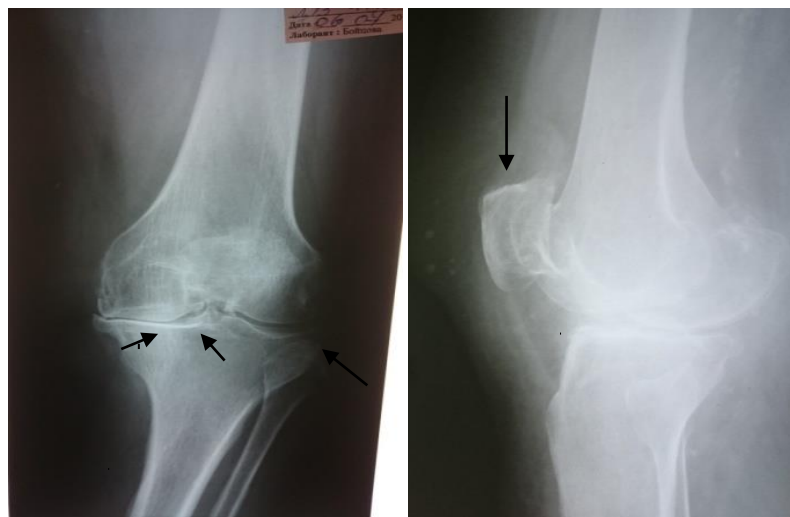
Рентгенография левого коленного сустава пациента К, 65 лет, в прямой и боковой проекциях (стрелками показаны сужение суставной щели, остеофиты)
